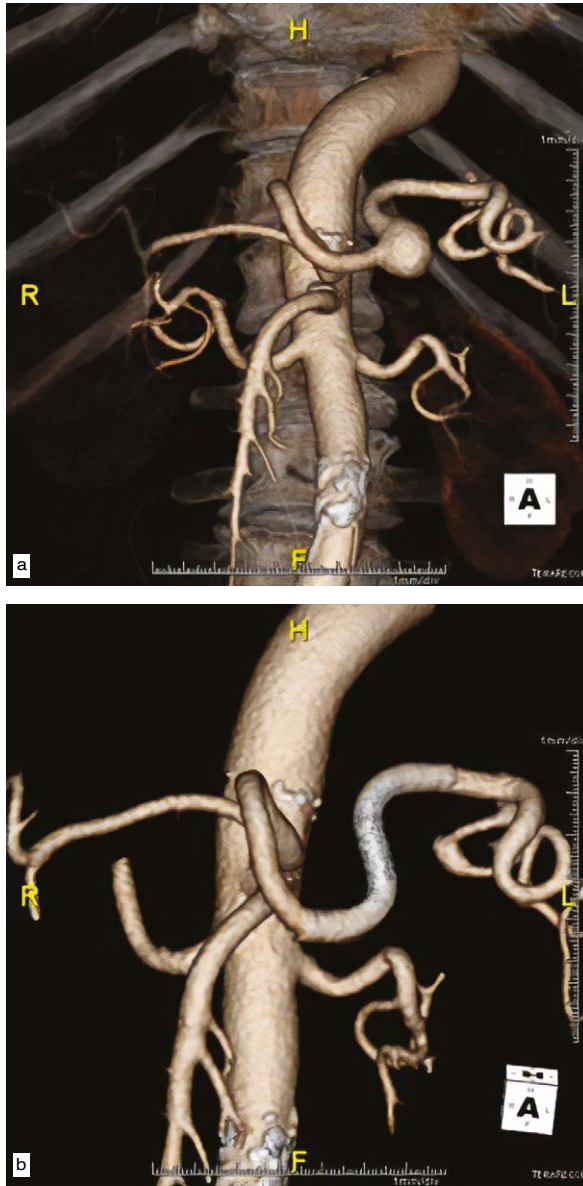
a) aneurisma dell'arteria splenica, TC preoperatoria;
